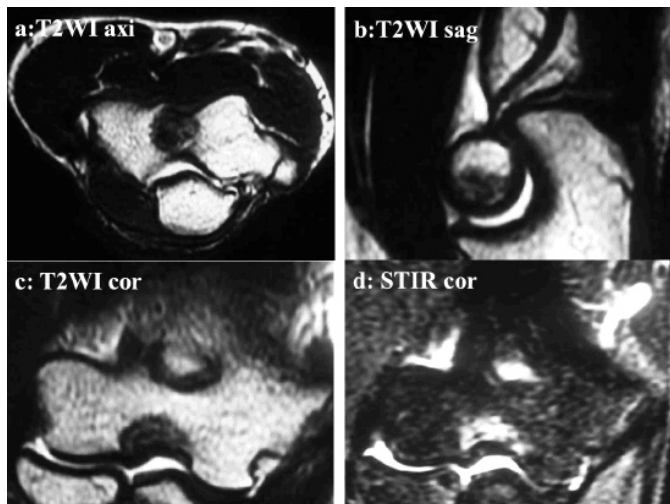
初診時のMRIでは、上腕部滑車部外側にT2強調像で低信号、STIR像で高信号の輝度変化を認めた。安定型(Nelson分類grade 2)の病変と考えられた。
